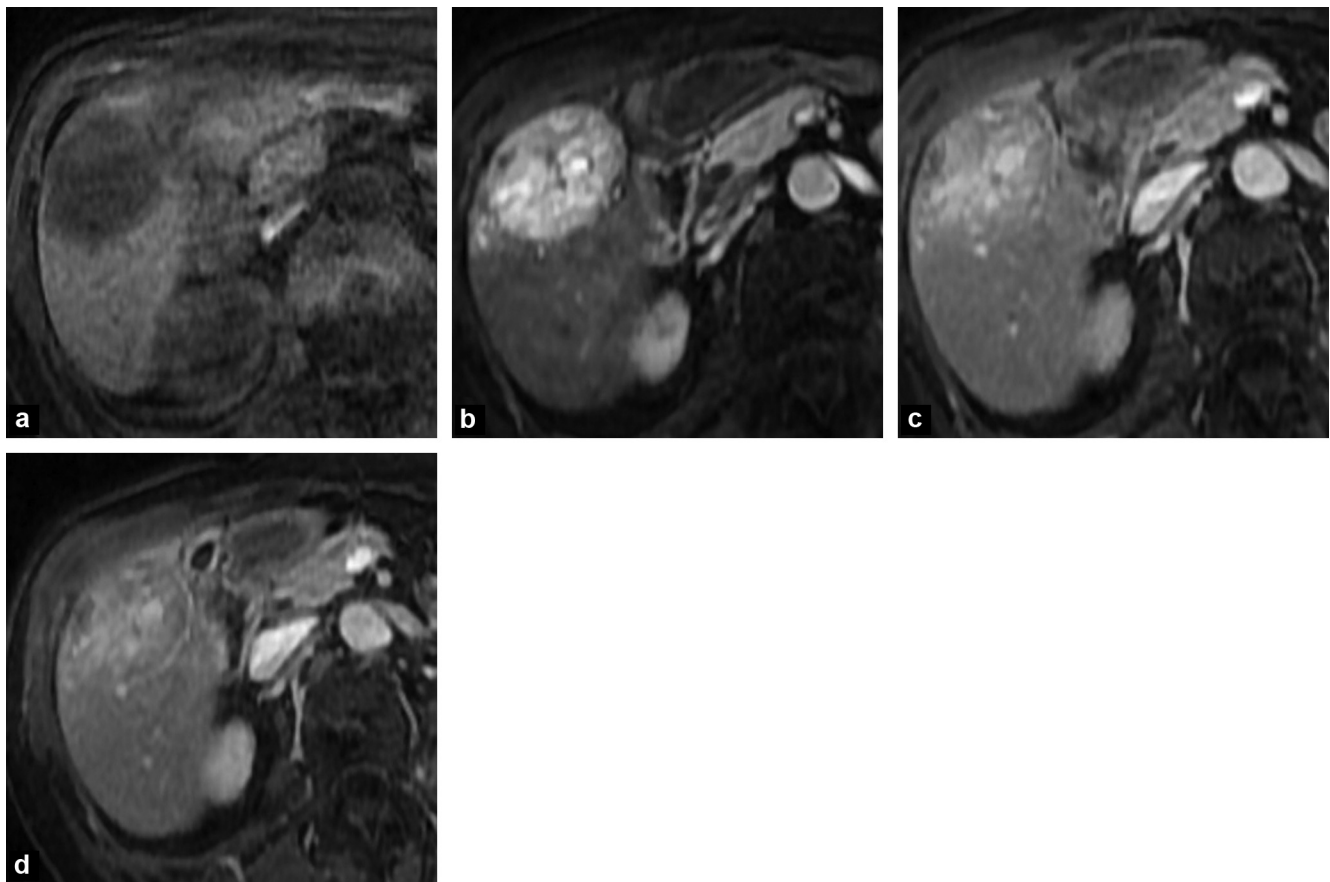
a : IRM coupe axiale LAVA sans injection ; b : IRM coupe axiale injection de gadolinium temps artériel : lésion hypervasculaire ; c : IRM coupe axiale injection de gadolinium temps portal : pas de wash-out ; d : IRM coupe axiale injection de gadolinium temps tardif : pas de wash-out.
